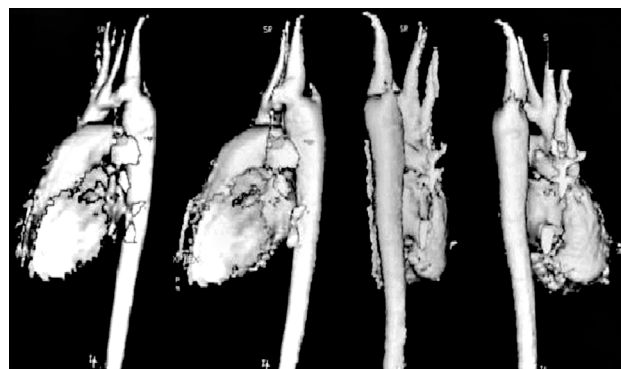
Angiorressonância magnética em pacientes de trinta anos de idade portadores de coarctação da aorta. Observa-se com nitidez a área de coarctação e acentuada dilatação pós-estenótica.
